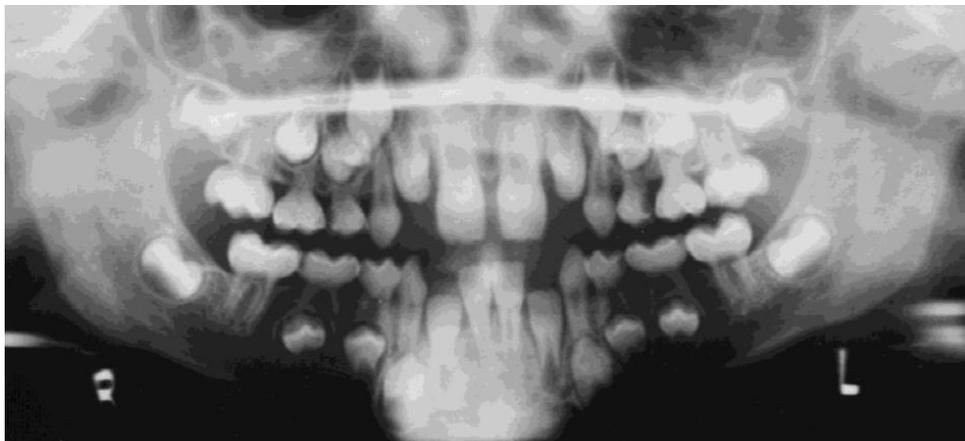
orthopantomogramme du patient atteint de la maladie de Schimke (28)
